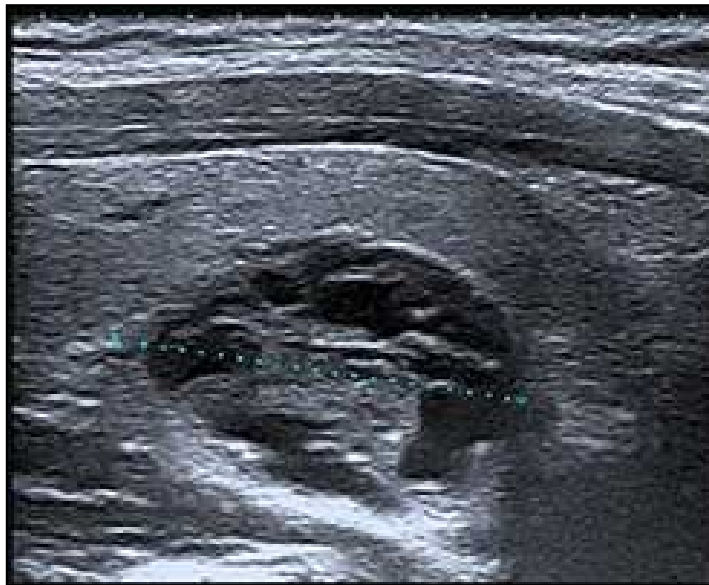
une échographie montrant un gros nodule isoéchogène du lobe gauche.
